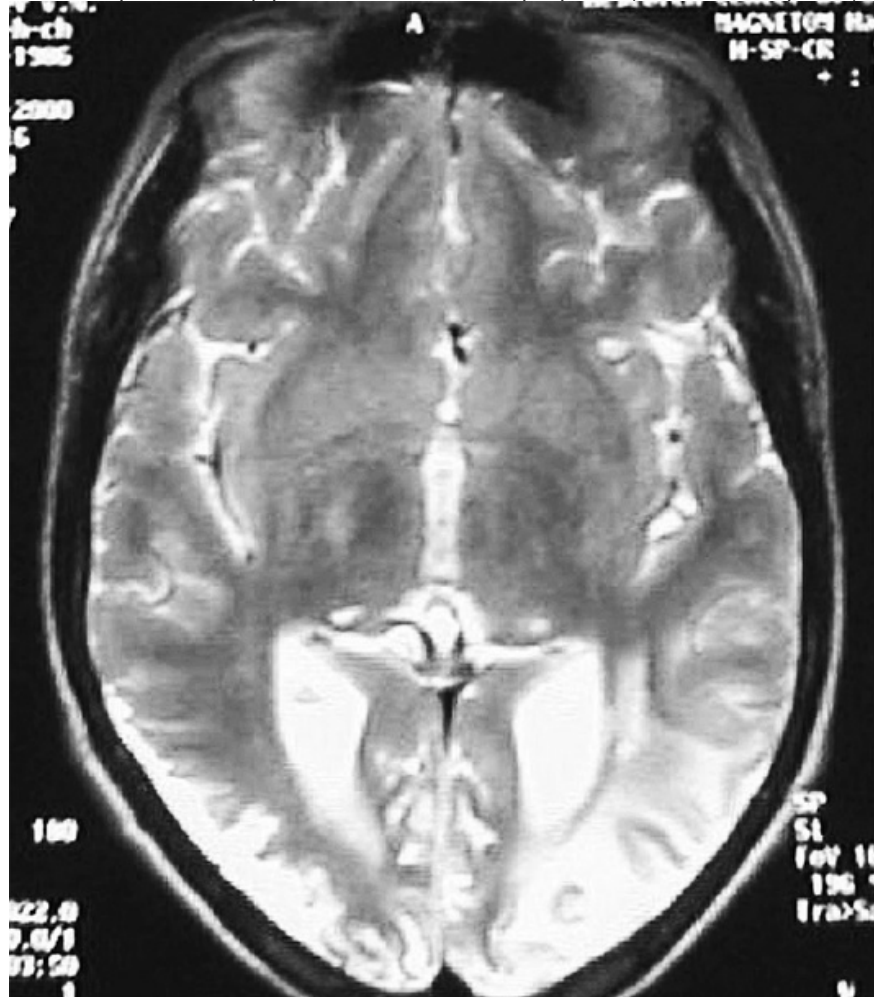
МРТ головного мозга пациента 12 лет с синдромом MELAS. Очаги ишемии в затылочных областях
